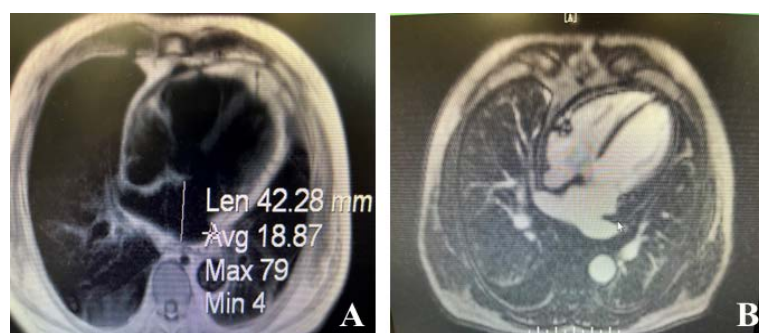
Cardiac Enhanced MRI. (A) Pericardial effusion and thickening; (B) Perfusion imaging
